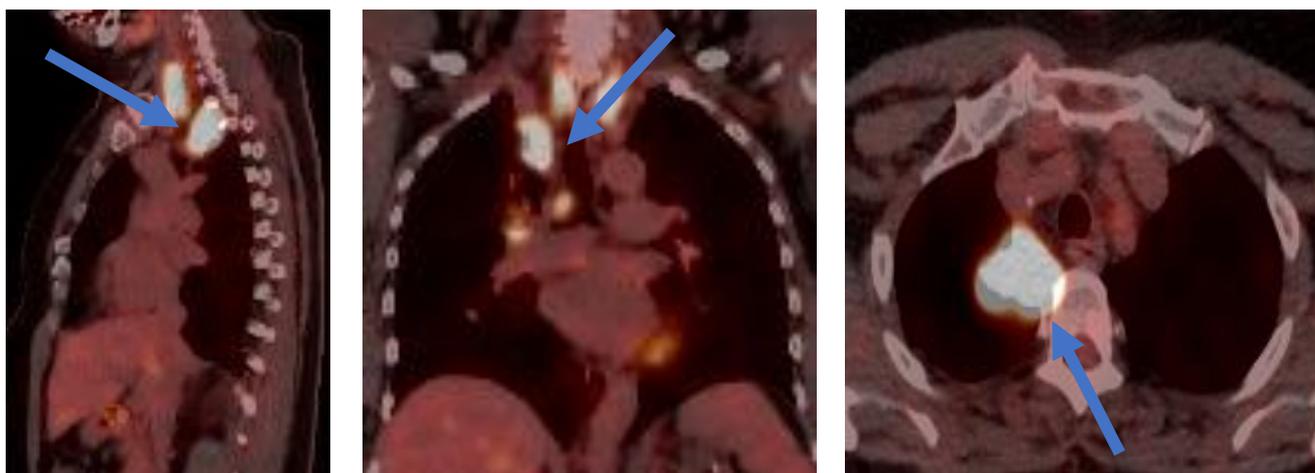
Позитронно-эмиссионная томография, стрелкой указана на локализацию опухоли
